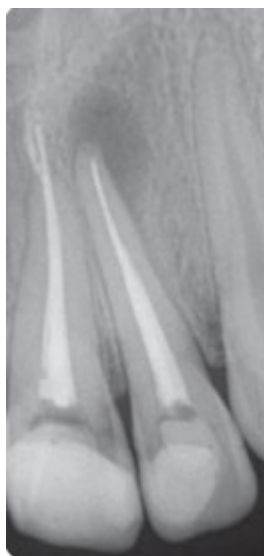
Falha no tratamento endodôntico. Persistência de lesão radiotransparente a nível periapical, adaptado de (Simonian et al., 2014)
